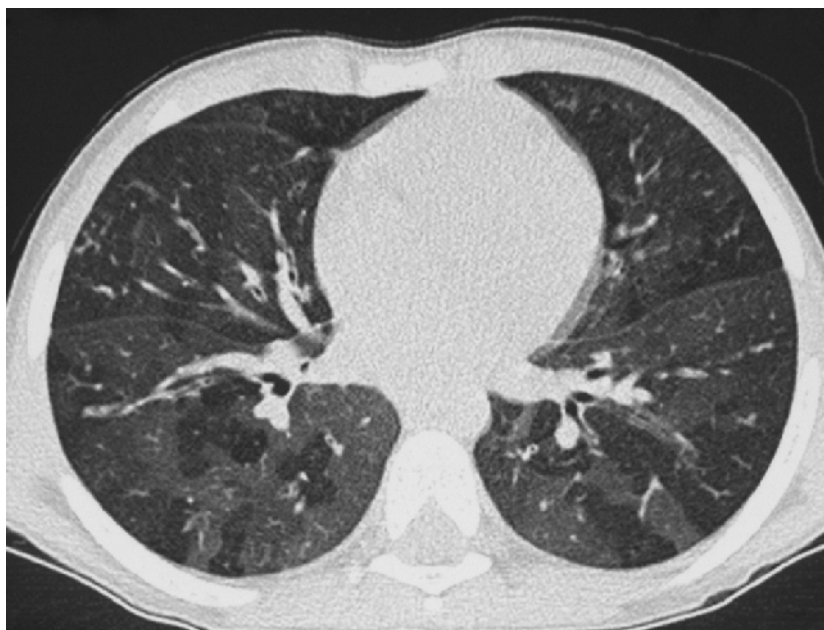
[7] – Imagem por tomografia computadorizada que demonstra ligeira perfusão em mosaico numa criança com FQ, assintomática.
